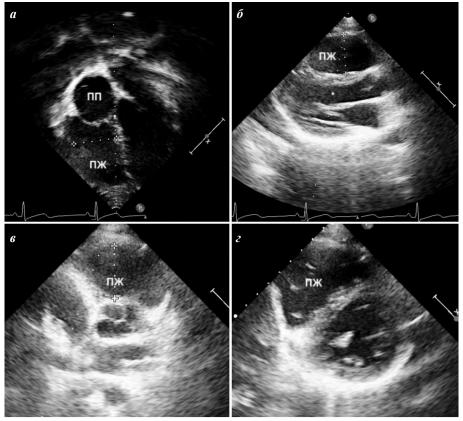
Эхокардиография пациента: а - четырехкамерная позиция, б - парастернальная длинная ось, в - парастернальная короткая ось, г - двухкамерная позиция.
